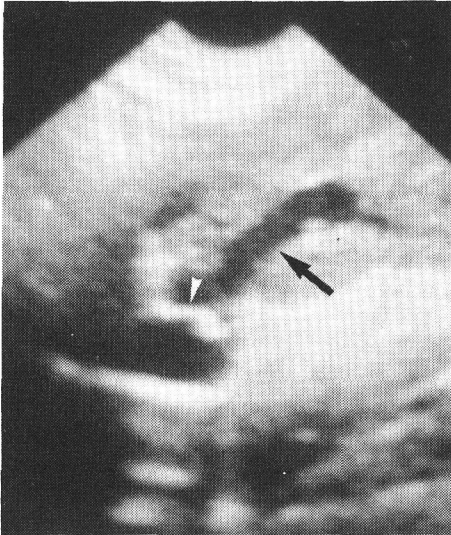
Budd-Chiari 症候群の肝静脈病変部の超音波像
